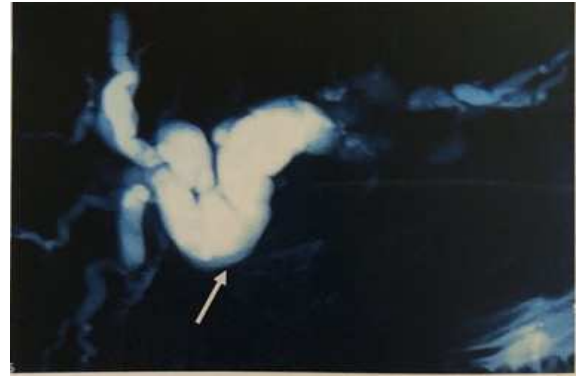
Cholangio-IRM montrant une sténose de la VBP avec dilatation en amont (Flèche) (Photo Chir. Gen. HALD)
